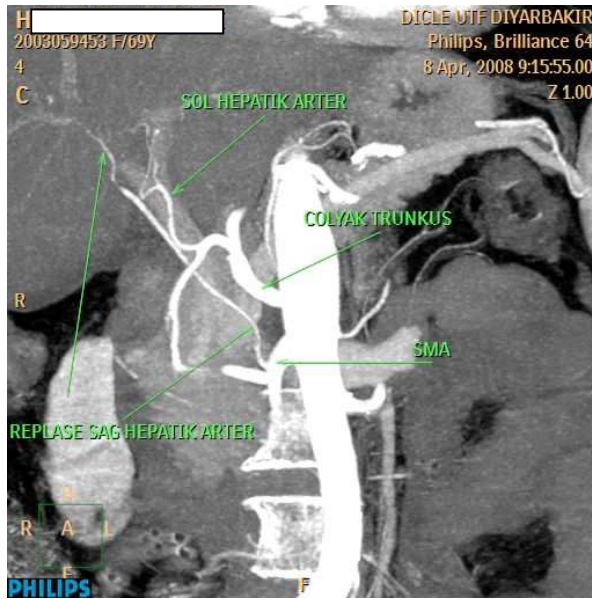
ÇKBT anjiyografide SMA'den orjin alan Replase sağ hepatic arter'in görünümü: MİP (a , b) , VR (c) (Michels tip 3)
